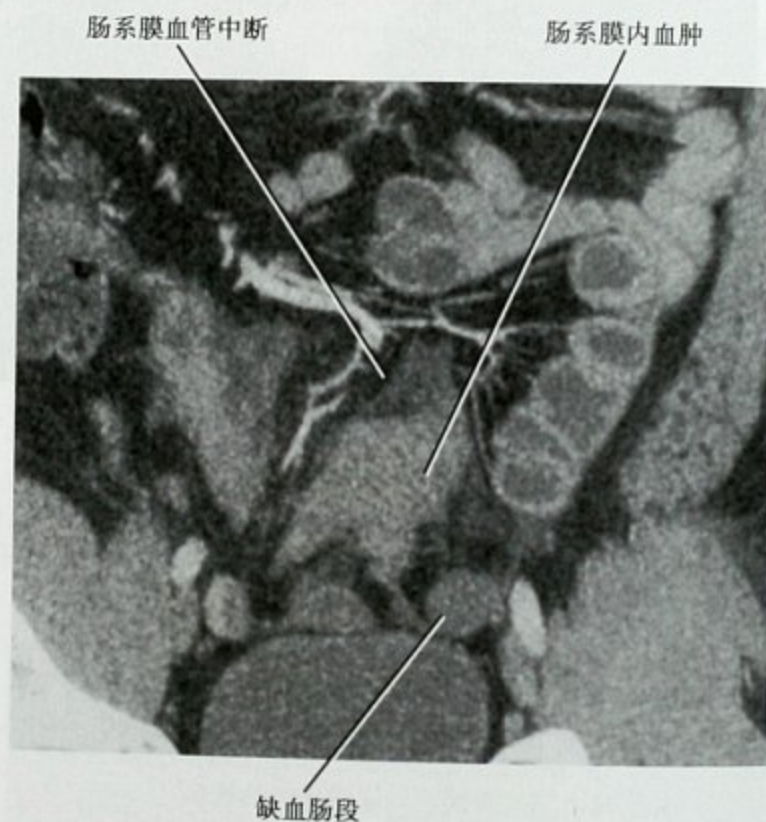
小肠损伤的一个征象: 肠壁无强化。CT 冠状面重建图像显示无血液灌注的一段回肠邻近的肠系膜血管中断及血肿。该患者横断面图像见图 16-40
